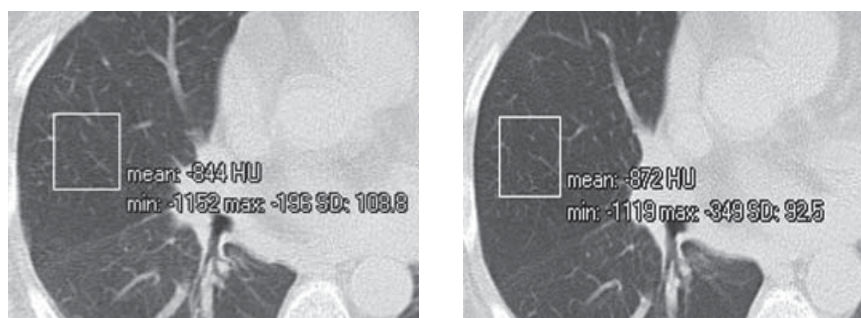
МСКТ больной саркоидозом II стадии через 6 мес (слева) и 12 мес (справа) ГКС-терапии. Существенно уменьшилась плотность паренхимы (с  $-844$  HU до  $-872$  HU).
